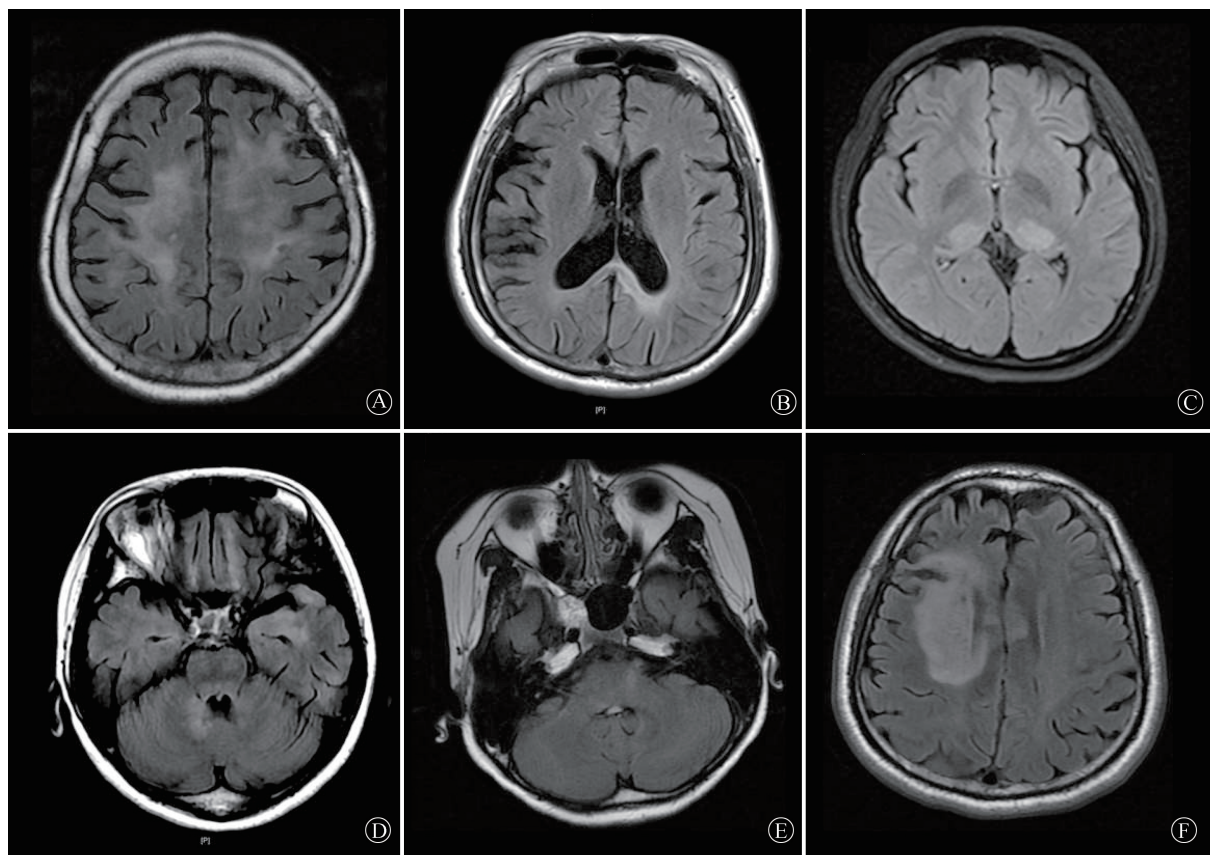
MOGAD 患者头颅 MRI 检查可见病灶广泛累及幕上、下结构,病灶形态呈多样性。如可累及左侧额叶皮层和/或两侧皮层下(A),胼胝体压部(B),两侧丘脑(C),左侧海马、右侧小脑和脑干被盖部(D),脑干(E)以及白质大病灶,呈脱髓鞘假瘤样(F)
